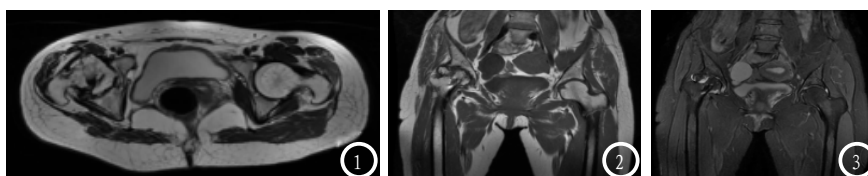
MRI扫描横断面，T1序列提示右侧股骨头形态塌陷。图2 MRI扫描冠状位，股骨头见不规则斑片状长T1信号。图3 MRI的冠状位STIR序列提示右侧股骨头见斑片状高信号，右侧关节腔见少量高信号。
